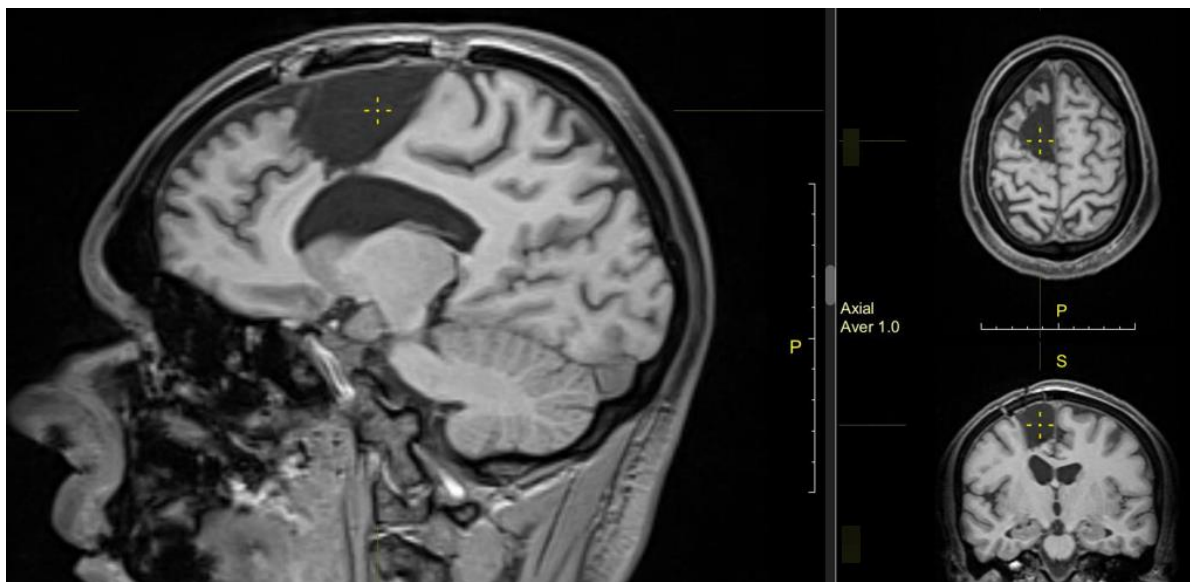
МРТ головного мозга (21.11.19): Состояние после субтотального удаления опухоли. Остатки опухоли по границе с передним косым пучком
